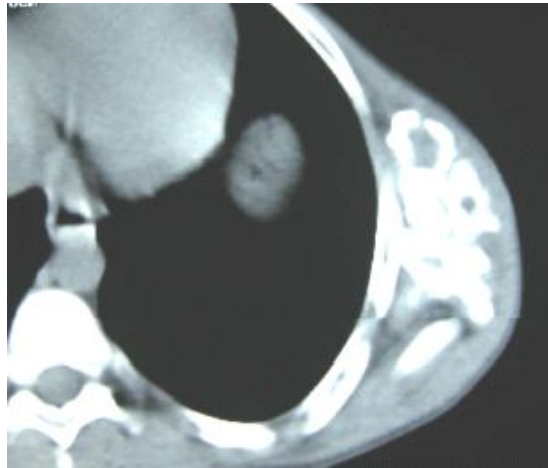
TDM thoracique objectivant une masse calcifiée des tissus mous thoraciques gauches.
